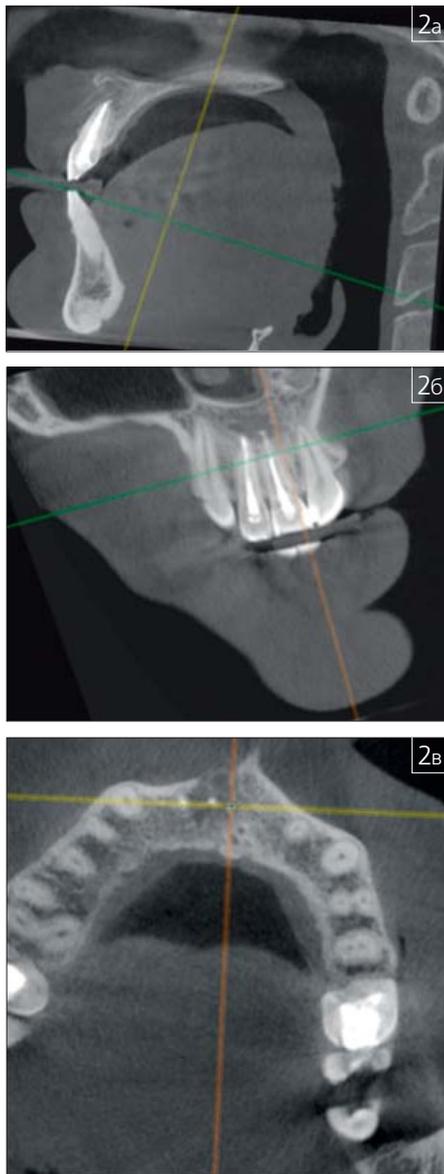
Конусно-лучевая компьютерная томография челюстно-лицевой области до лечения
